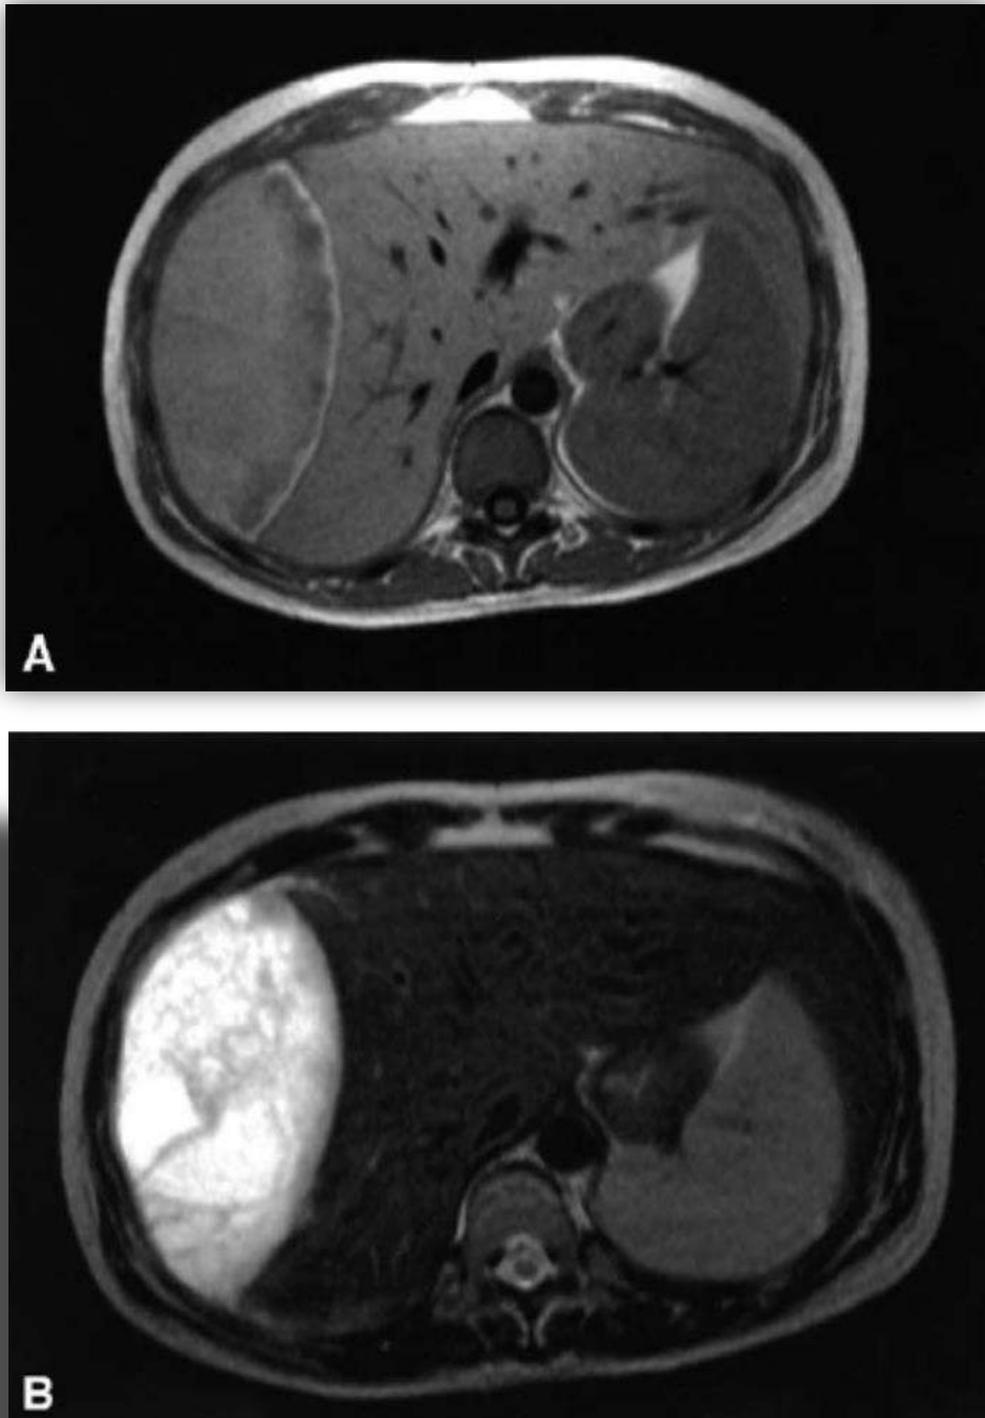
IRM abdominale en coupe axiale montrant : une image ovale du lobe droit du foie, hyper intense en T1 (B) et iso intense en T2 (A) évoquant un hématome sous capsulaire du foie droit [36].
